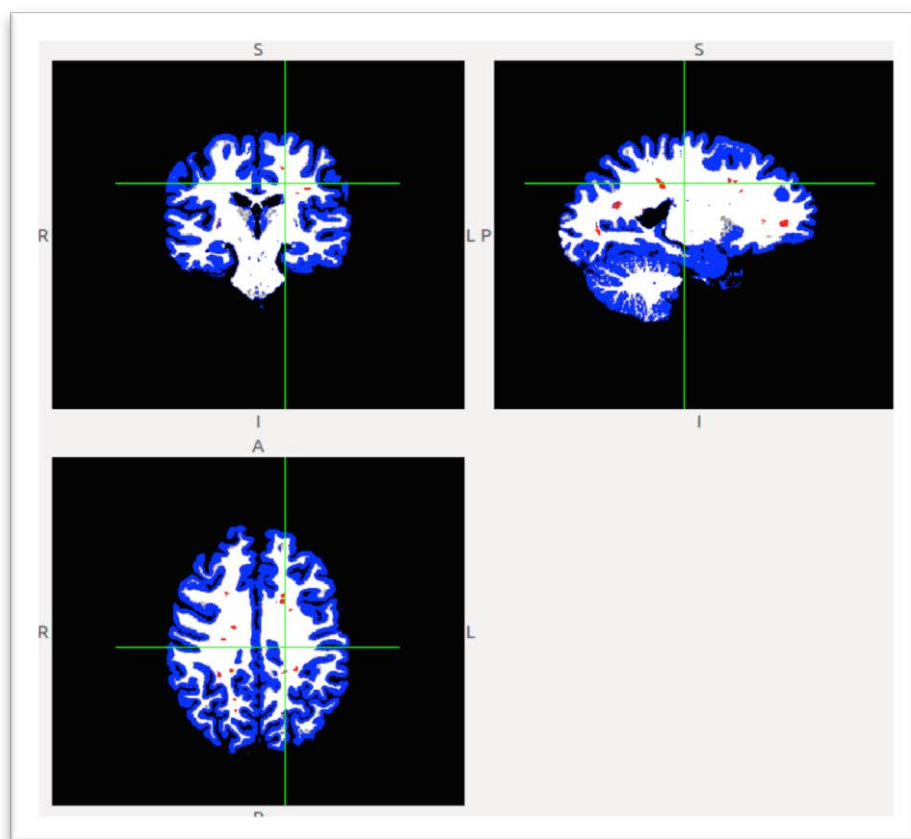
Imagen de resonancia magnética mostrando la sustancia gris (azul), sustancia blanca (blanco) y lesiones cerebrales (rojo) de un paciente con EM tipo remitente-recurrente. Cedita por el Prf. Dr. Francisco J. Esteban (Departamento de Biología Experimental. Universidad de Jaén).
